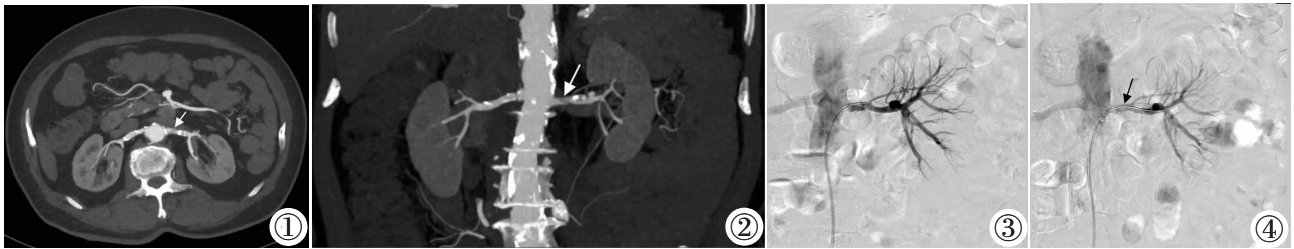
2 双肾动脉 CTA 横断位及冠状位重建薄层 MIP 图像。左肾动脉起始部见内膜片影,形成双腔影(白色箭头),双肾动脉多发钙化、混合斑块并狭窄。图 3,4 左肾动脉造影及支架置入后图像。左肾动脉起始部见夹层形成(白色箭头);支架置入后夹层消失(黑色箭头),血流通畅,无造影剂外溢。
